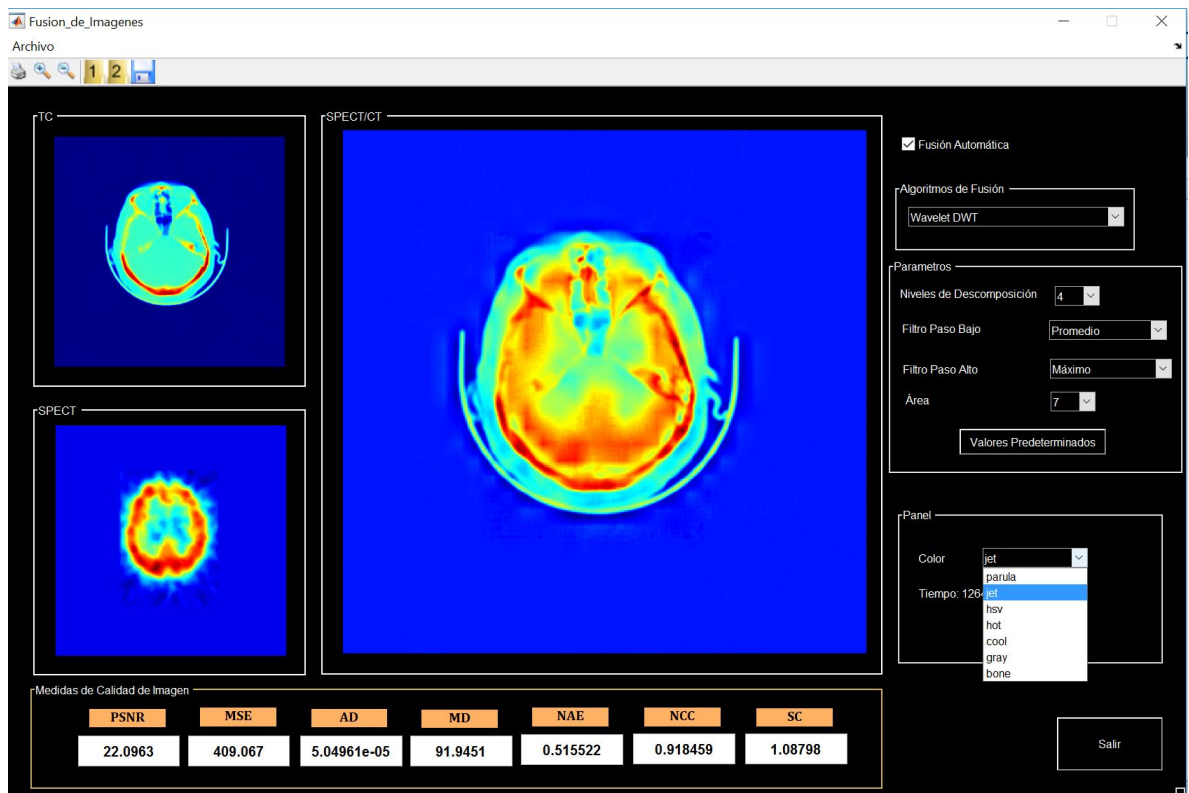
Fusión SPECT/TC Color Jet
